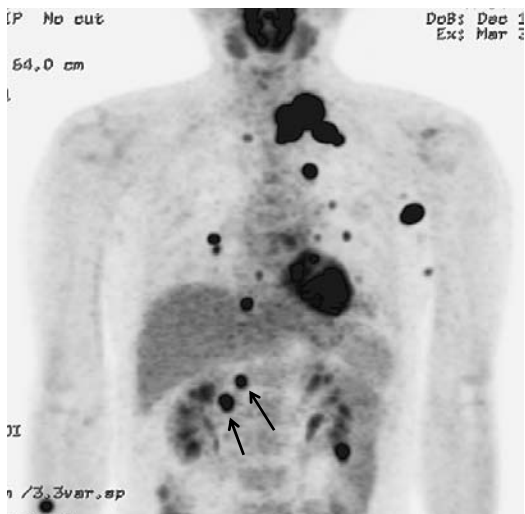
FDG-PET/CT (2009.3) showed two points of accumulation of FDG in the pancreas head and body (arrows).
